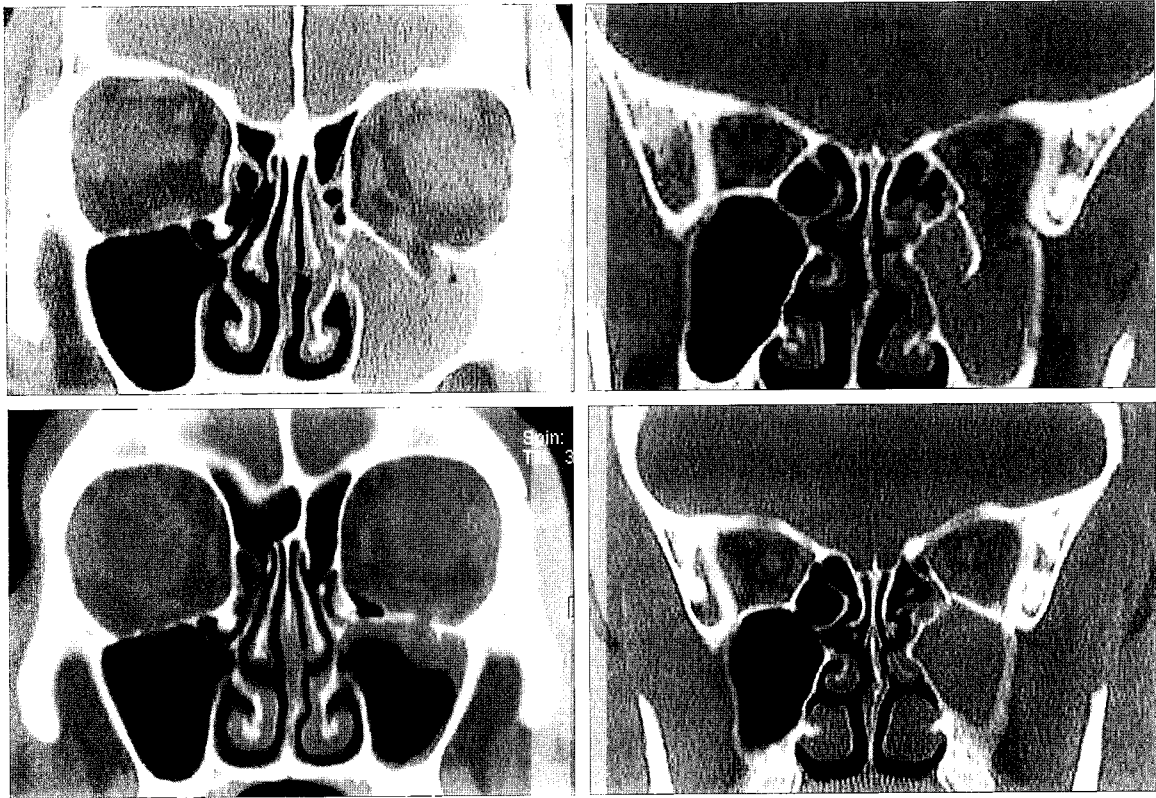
A true anatomical reconstruction of the left inferior orbital wall. (Above) Preoperative CT planes. Postoperative CT planes show (Below, left) an excellent result on the middle (Below, right) and the posterior plane of the coronal section.
